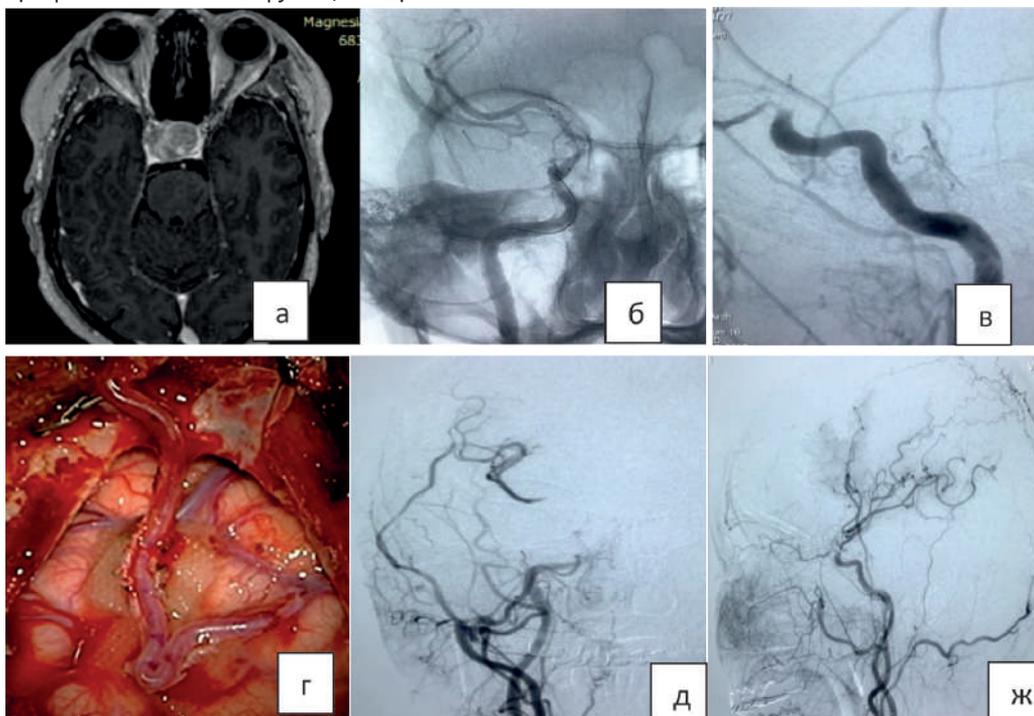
Случай №1, а-МРТ картина аденомы гипофиза; б,в-ангиография на 5-сутки, попытка реканализации; г-ЭИКМА поверхностной височной артерии и М-4 сегмента средней мозговой артерии; д,ж-контрольная ангиография на 2-сутки после операции
